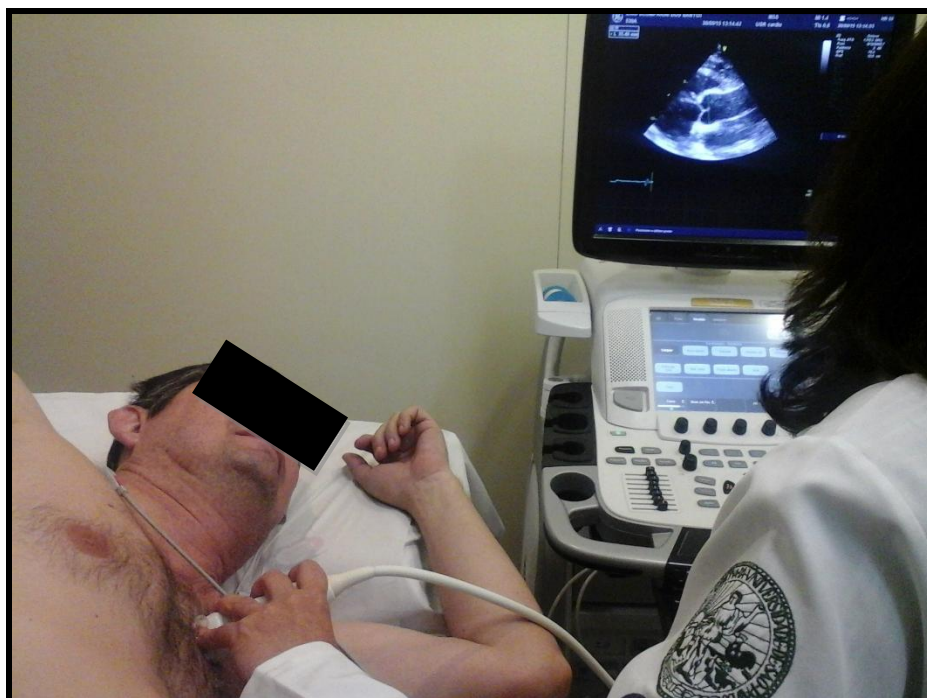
Avaliação da função cardíaca pela ecocardiografia transtorácica basal.
